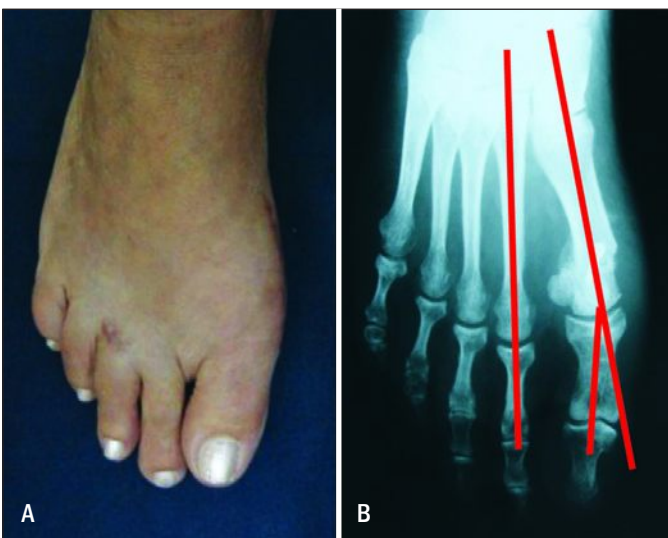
Fotografia e radiografia do aspecto pós-operatório do pé direito: (A) aspecto clínico; (B) radiografia do antepé direito na incidência dorsoplantar com carga, mostrando diminuição dos valores angulares comparados aos da Figura 1. Ângulo intermetatarsal de 8° e ângulo de valgismo do hálux de 12°.
